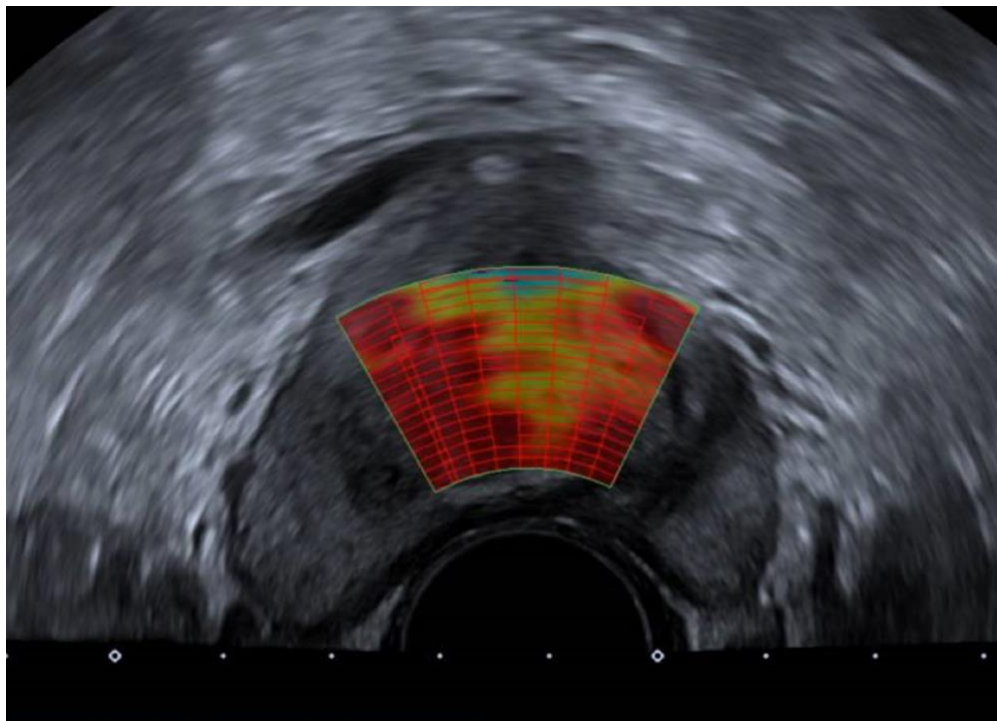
Imagem de elastografia por ultrassonografia demonstrando a quantificação do módulo elástico no terço médio da zona transicional da próstata.
